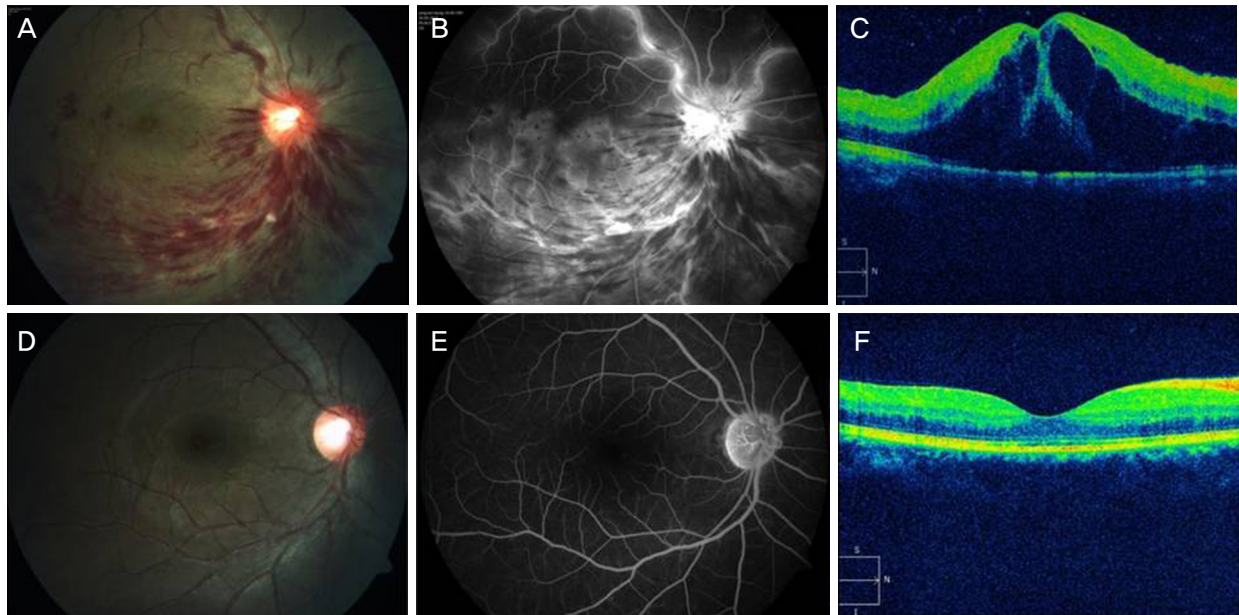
Color fundus photograph, fluorescein angiography (FAG), and optical coherence tomography (OCT) from right eye of a 23-year-old woman with central retinal vein occlusion and transient decrease in Protein S antigen. Color fundus photograph presented dilated retinal veins, flame-shaped hemorrhages in inferior area, multiple cotton-wool spots, and mild disk elevation (A). FAG demonstrated disc hyperemia, leakage from retinal vein, macular edema and blocked hypofluorescence compatible with the hemorrhages (B). OCT demonstrated a significant macular edema with subretinal fluid (C) and bevacizumab was injected into vitreous at once. Following fundus photography (D) and FAG (E) of the same patient after 15 months later returned to normal. The macular edema had resorbed completely and visual acuity was also restored (F).
